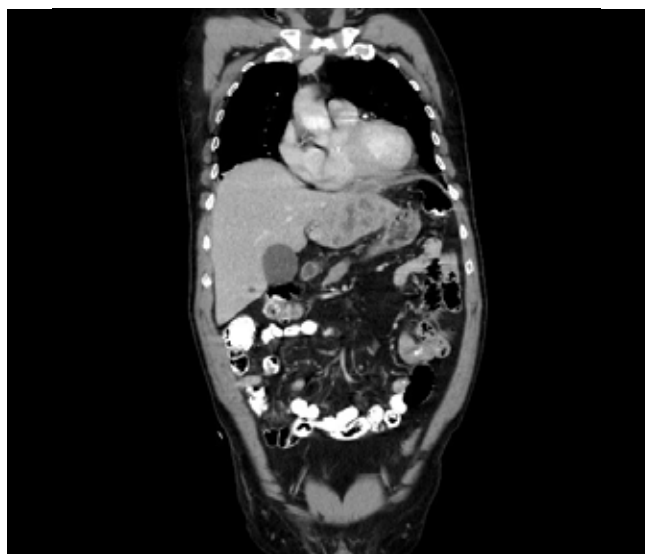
Imagen TAC de IPT hepático. Corte coronal.
